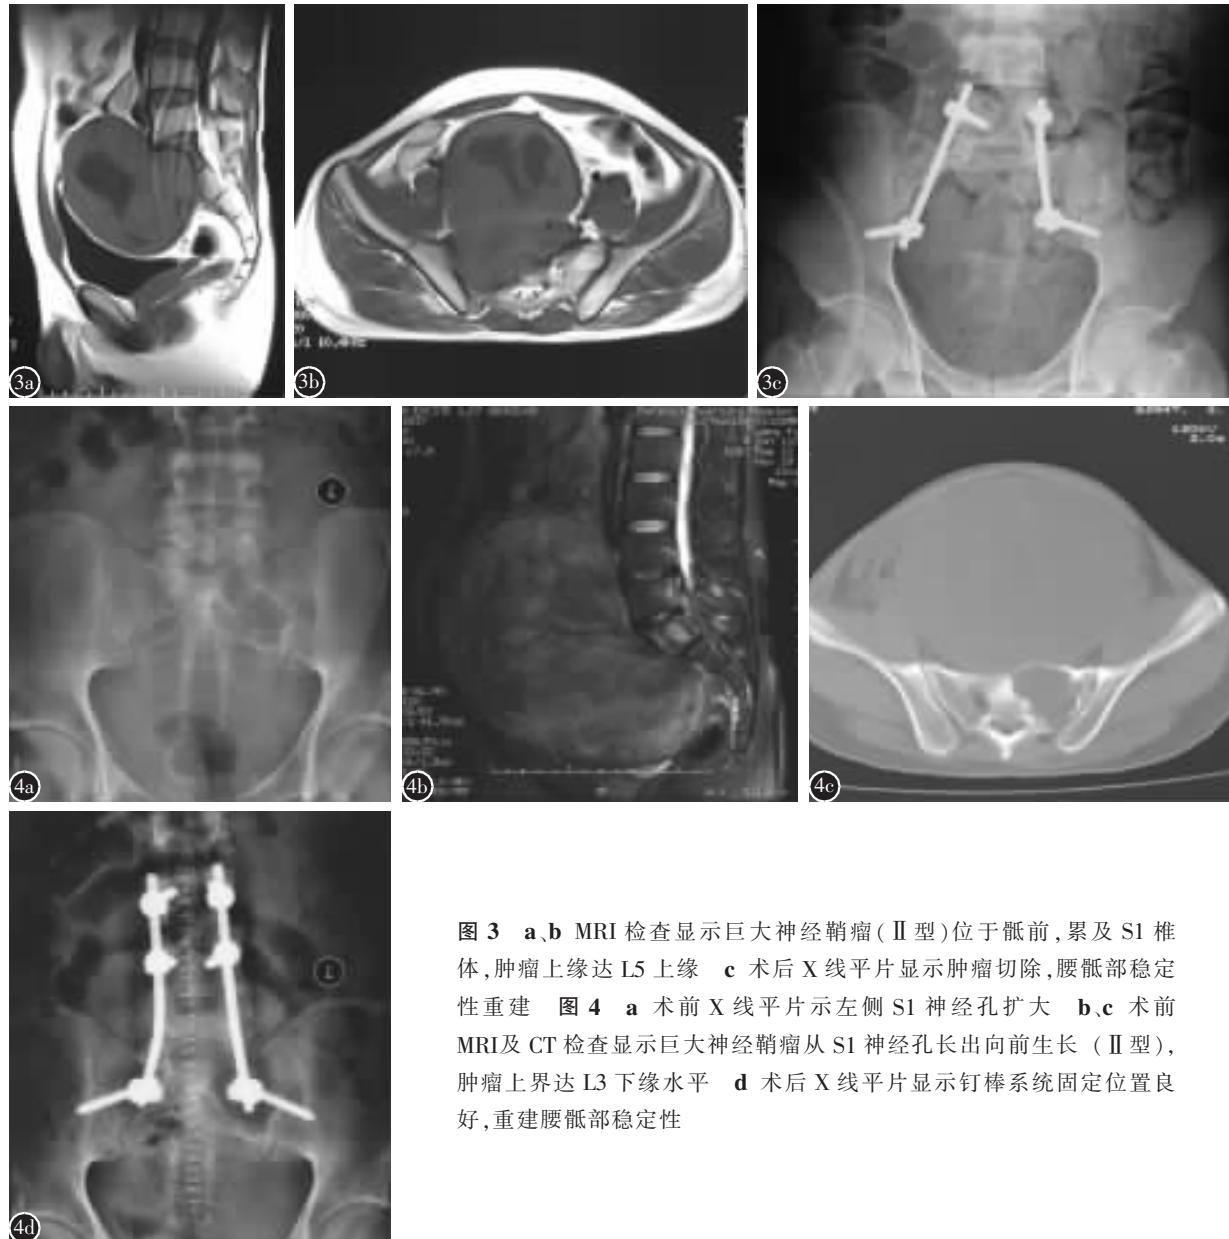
a、b MRI检查显示巨大神经鞘瘤(Ⅱ型)位于骶前,累及S1椎体,肿瘤上缘达L5上缘 c 术后X线平片显示肿瘤切除,腰骶部稳定性重建 图4 a 术前X线平片示左侧S1神经孔扩大 b、c 术前MRI及CT检查显示巨大神经鞘瘤从S1神经孔长出向前生长(Ⅱ型),肿瘤上界达L3下缘水平 d 术后X线平片显示钉棒系统固定位置良好,重建腰骶部稳定性
